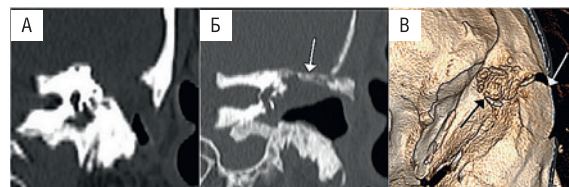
КТ пациента с дефектом СЧЯ
